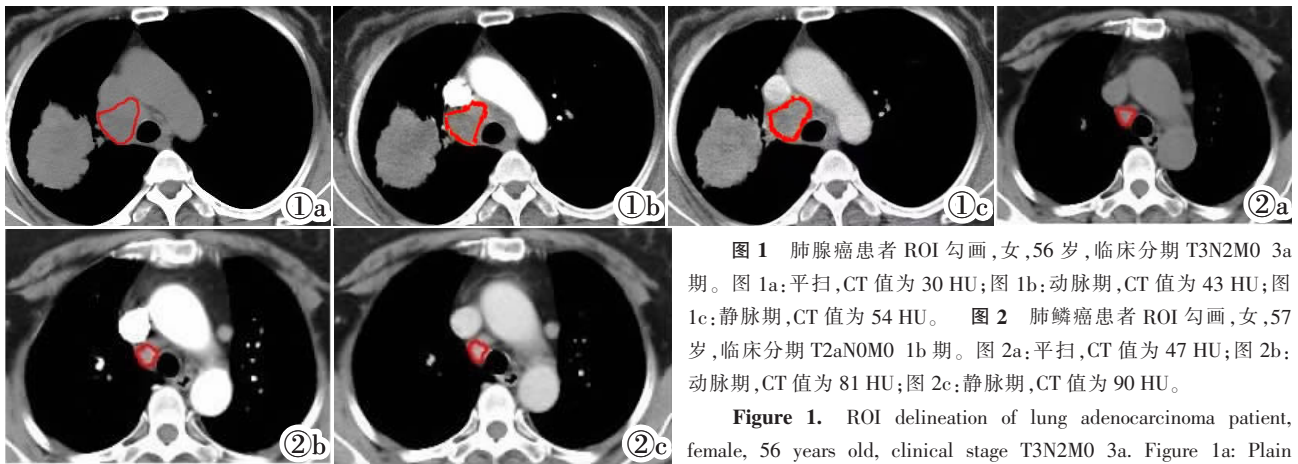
肺腺癌患者 ROI 勾画,女,56 岁,临床分期 T3N2M0 3a 期。图 1a:平扫,CT 值为 30 HU;图 1b:动脉期,CT 值为 43 HU;图 1c:静脉期,CT 值为 54 HU。图 2 肺鳞癌患者 ROI 勾画,女,57 岁,临床分期 T2aN0M0 1b 期。图 2a:平扫,CT 值为 47 HU;图 2b:动脉期,CT 值为 81 HU;图 2c:静脉期,CT 值为 90 HU。
